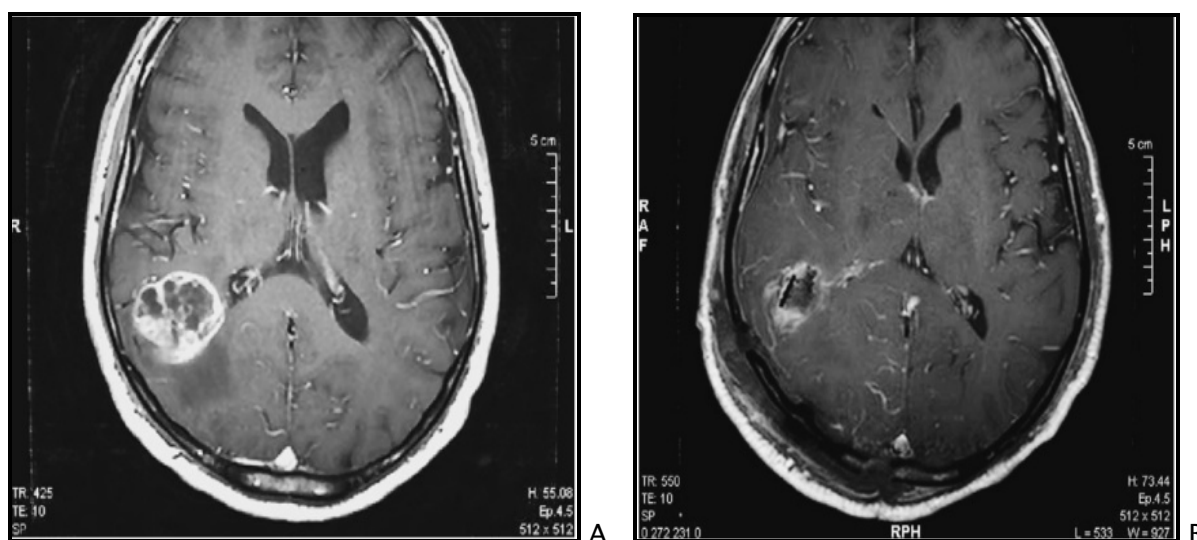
IRM séquence T1 gadolinium, A (préopératoire):glioblastome inta-axial du carrefour droit, B (postopératoire précoce) : foyer opératoire sans épanchement.
